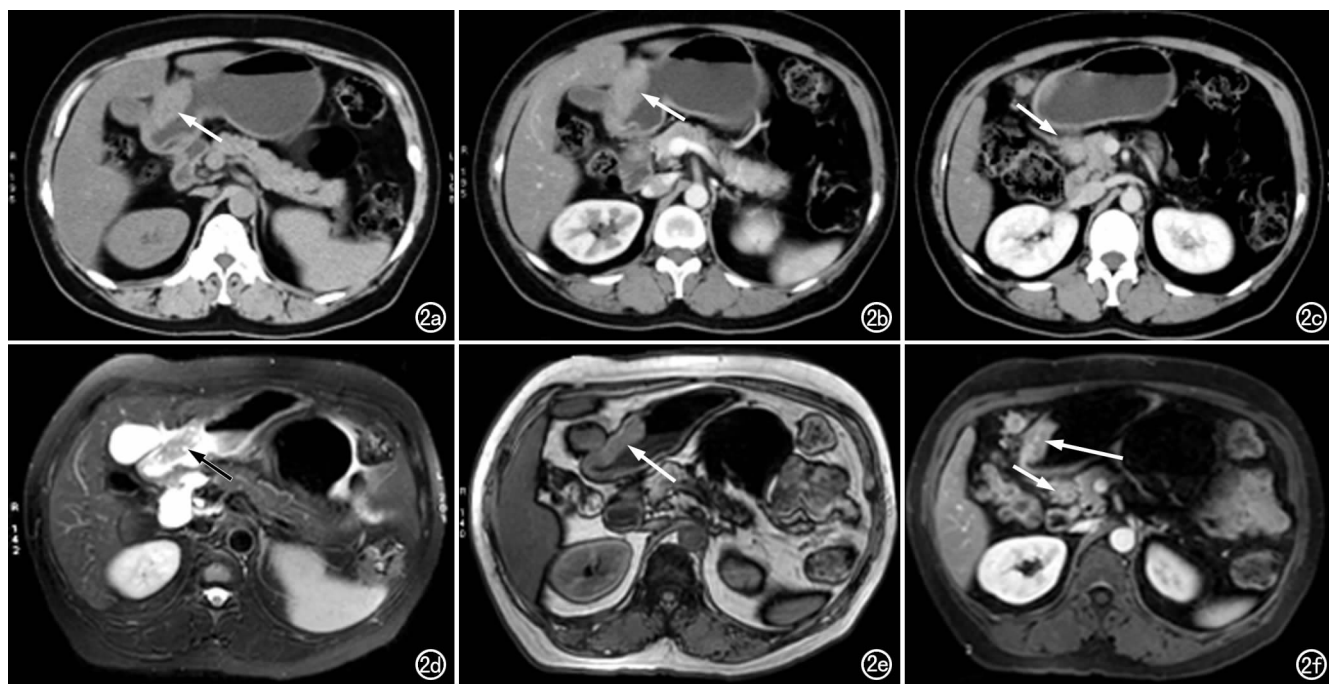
胃癌 T4 分期侵犯胰腺,胰头部转移淋巴结。a) CT 平扫示胃窦部胃壁明显增厚,平扫密度均匀(箭); b) CT 增强扫描示胃壁全层明显强化,病变胃壁浆膜面毛糙(箭),周围脂肪间隙密度增高; c) 其中可见一增大的淋巴结与胰头关系密切(箭); d) MRI 平扫 T_2 WI 示胃窦部胃壁明显增厚呈等信号(箭); e) MRI 平扫 T_1 WI 示胃窦部胃壁明显增厚呈 T_1 信号(箭); f) MRI 增强后可见胃壁全层明显强化,延迟期病变胃壁浆膜面毛糙(长箭),胰头部可见转移淋巴结(短箭)。
